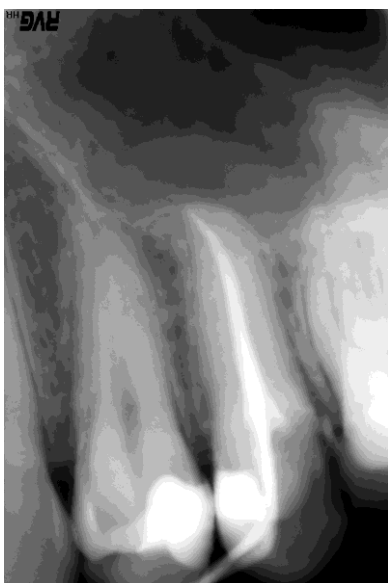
Рентгенограма 25 зуба хворого Н., 31 року відразу після проведеного лікування.
